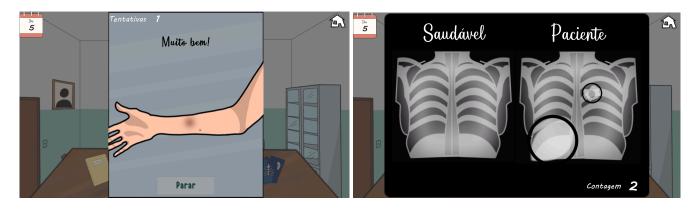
Exame do PPD e Figura 21. Exame de Radiografía do Tórax.
